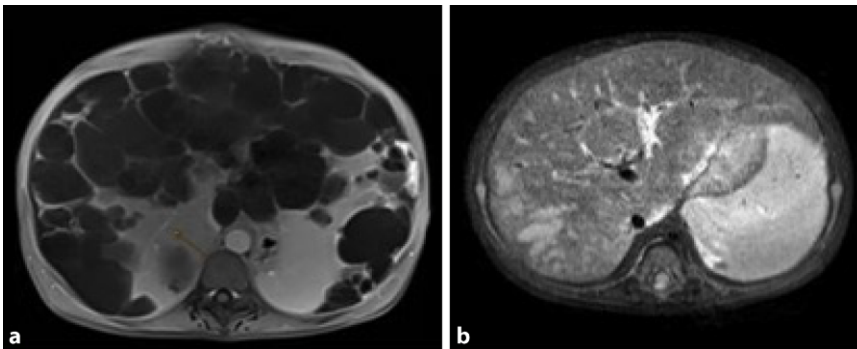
▲ Magnetresonanztomographische Aufnahmen der Leberbeteiligung bei einer 34 Jahre alten Patientin mit ADPKD (a) und einem Kleinkind mit ARPKD (b). Bei der ADPKD (a) imponiert eine massive polyzystische Lebererkrankung („polycystic liver disease“, PLD) in Form multipler Leberzysten mit Kompression von Herz, Lunge und Vena cava. Die hepatische Beteiligung der ARPKD beinhaltet eine Dilatation der intrahepatischen Gallenwege, einen fibrotischen Umbau sowie eine Hepatomegalie (b). (Mit freundlicher Genehmigung von F. Körber und T. Persigehl, Radiologie, Uniklinik Köln)
